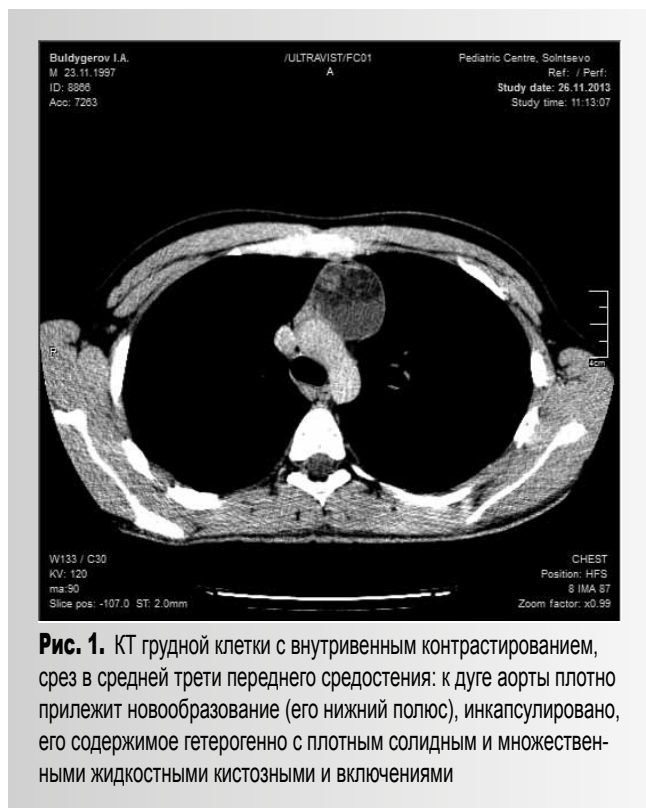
КТ грудной клетки с внутривенным контрастированием, срез в средней трети переднего средостения: к дуге аорты плотно прилежит новообразование (его нижний полюс), инкапсулировано, его содержимое гетерогенно с плотным солидным и множественными жидкостными кистозными включениями
